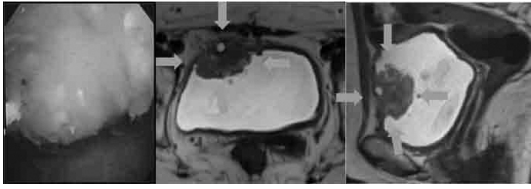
膀胱鏡画像 (左) 膀胱 MRI 水平断 (中) 膀胱 MRI 矢状断 (右)
